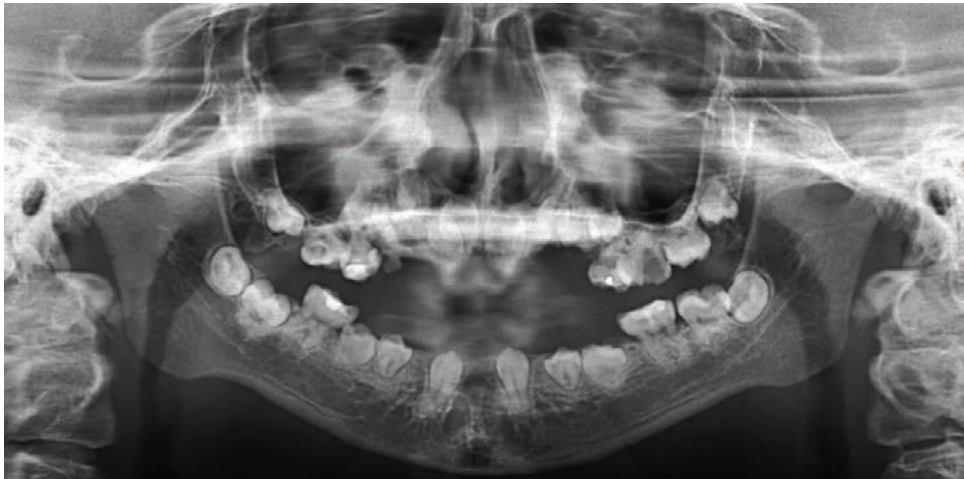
Radiografia panorâmica realizada aos 20 anos. Na imagem é possível observar a agenesia dos incisivos inferiores, a posição intraóssea da maioria dos dentes permanentes, o reduzido comprimento radicular de vários dentes e a notável reabsorção do osso maxilar.
